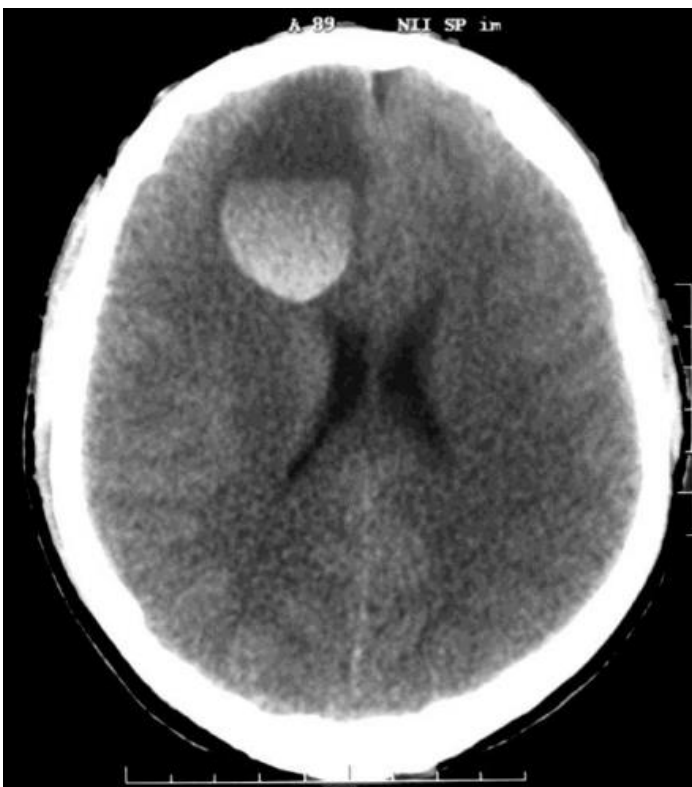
КТ-признаки ВМГ правой лобной доли головного мозга
